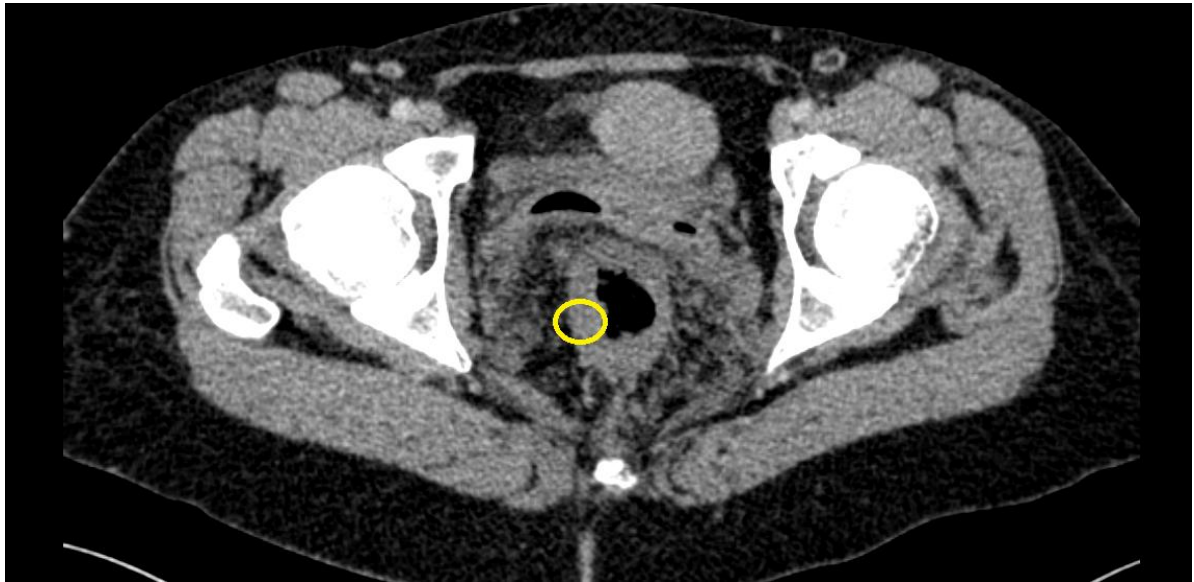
Un épaissement de la paroi rectale chez un patient atteint de RCH objectivé à la TDM abdominale (réalisée à l'HMA de Marrakech).
